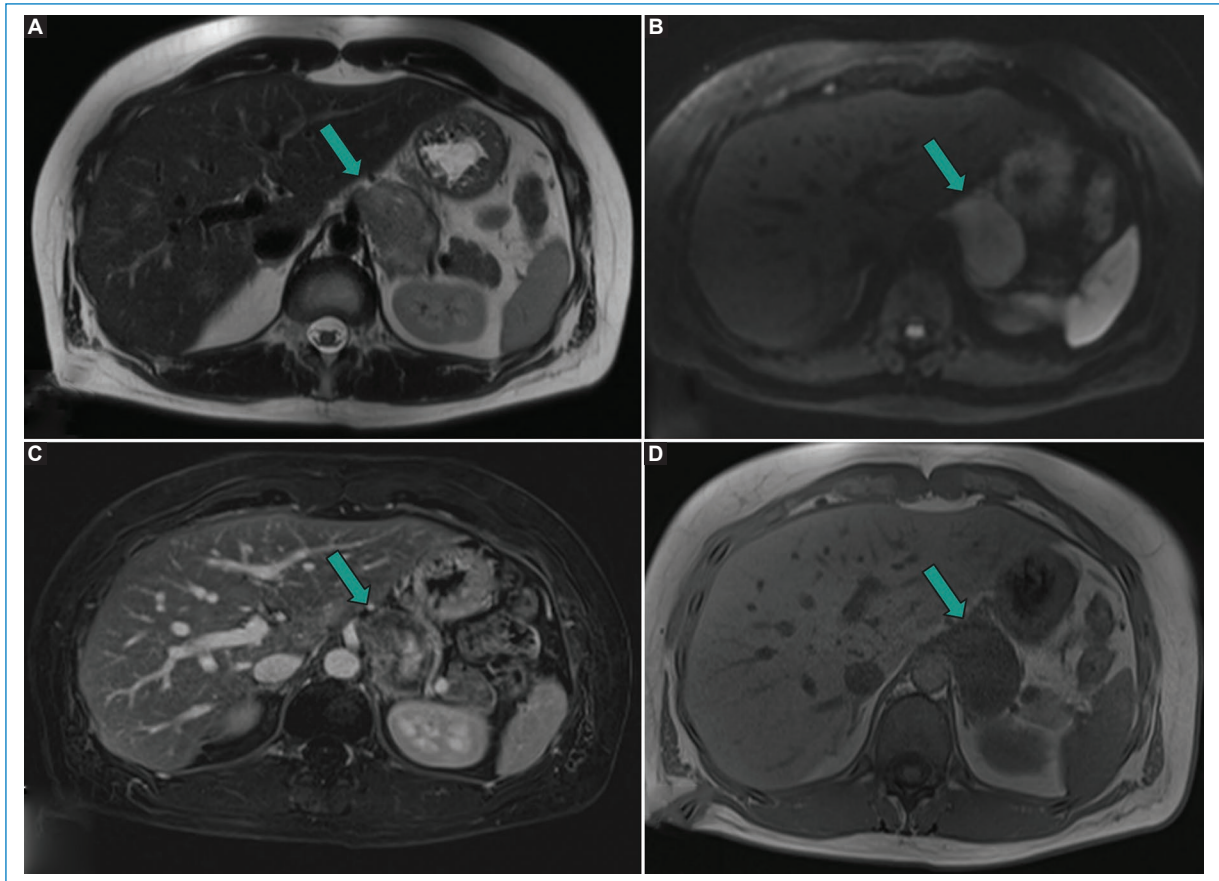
Varón de 30 meses. Resonancia magnética de abdomen: lesión adyacente a la glándula suprarrenal izquierda, desplazándola, que muestra baja señal en T2 (A), escasa restricción a la difusión (B), realce con contraste y supresión grasa (C), y baja señal en T1 (D). Diagnóstico histológico de ganglioneuroma.
